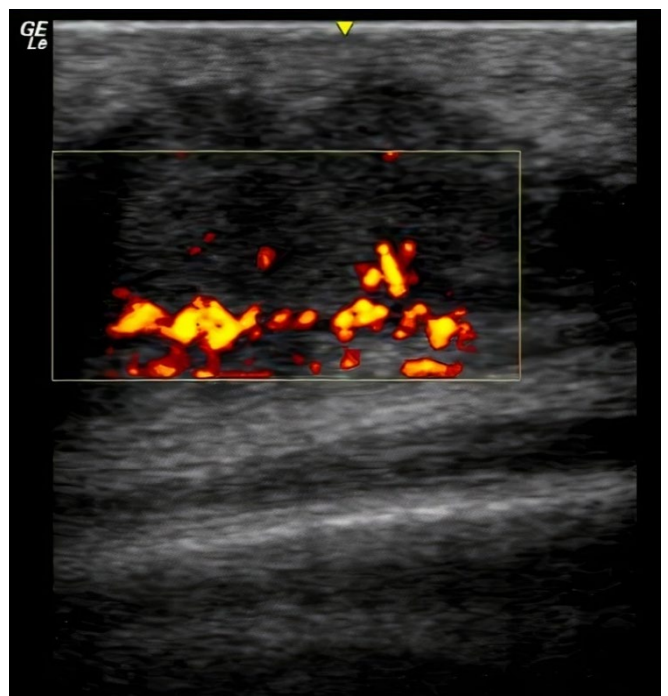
Ecografia com Doppler mostrando aumento da vascularização à periferia, compatível com atividade inflamatória aumentada (Caso 1).
